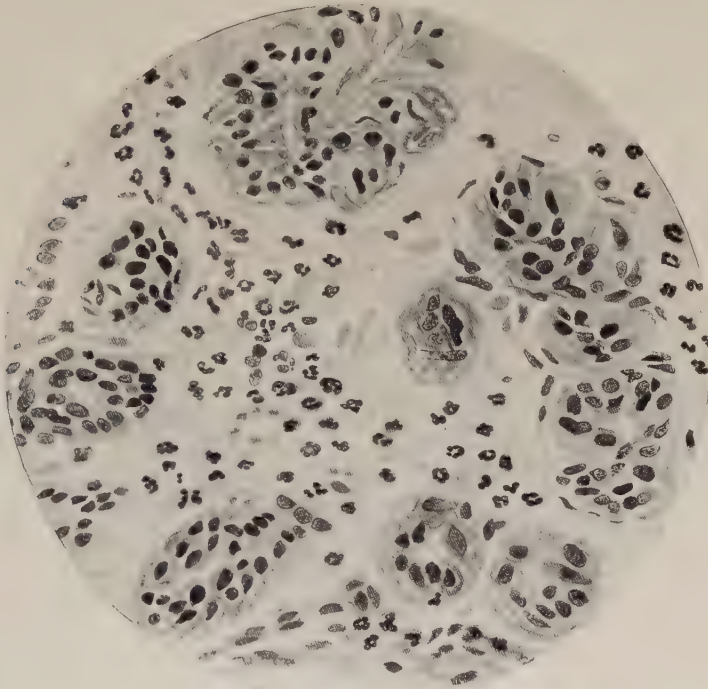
Schweißdrüsenazinus mit mehrkernigen Zellen auf dem Höhepunkte der akuten Röntgenreaktion der Haut (Gebiet der „3. Welle“). (Nach Miescher.)
